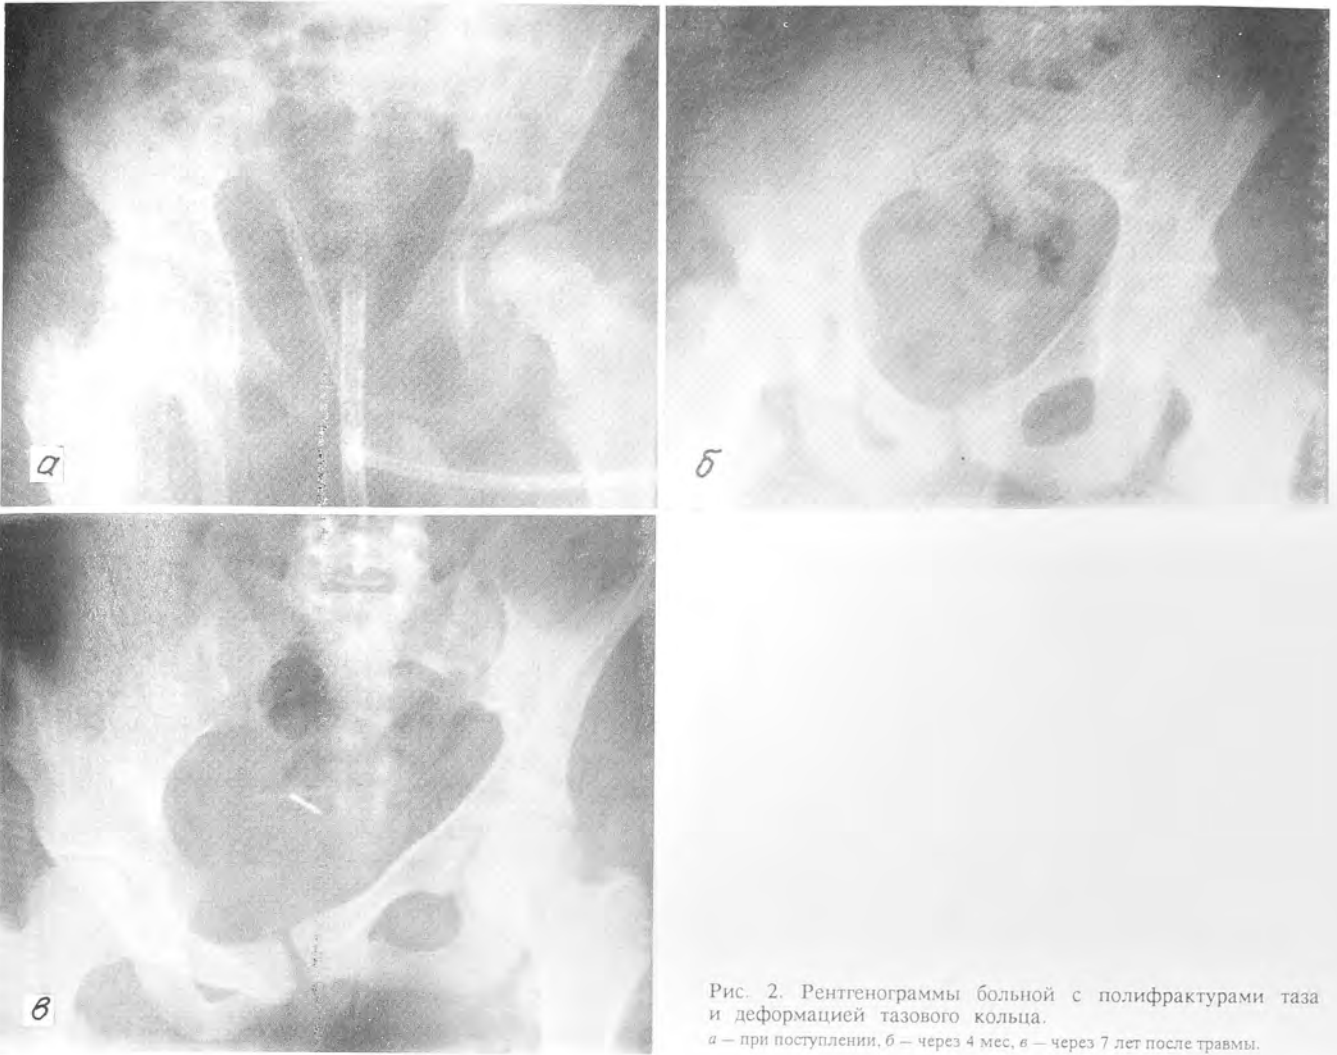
Рентгенограммы больной с полифрактурами таза и деформацией тазового кольца.
